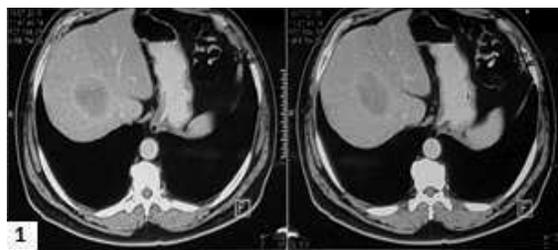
(1) TC muestra lesión hepática nodular hipodensa con halo hiperdenso en segmento 8; (2) RMN se observan dos lesiones nodulares hiperintensas bien circunscritas en segmento 2 y 8.
